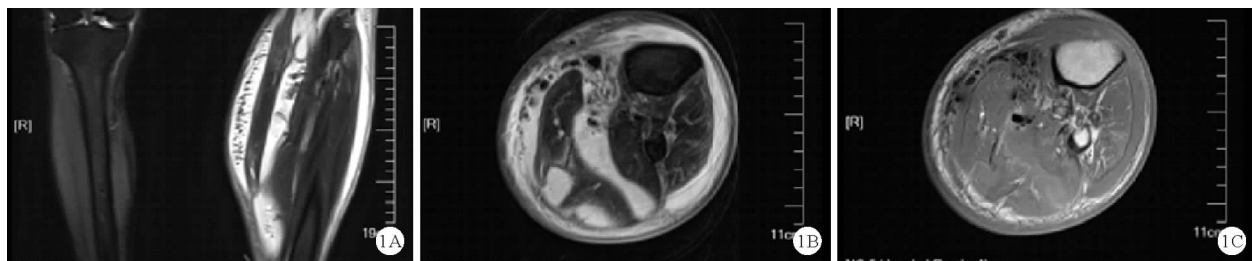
病例 1 2018 年 9 月 21 日左侧胫腓骨中上段 MRI 检查结果 (A: 左图为左小腿中上段冠状位 T2WI 抑脂像, 右图为左小腿中上段矢状位 T2WI; B: 胫腓骨上段横断位 T2WI; C: 胫腓骨上段横断位 T1WI)
